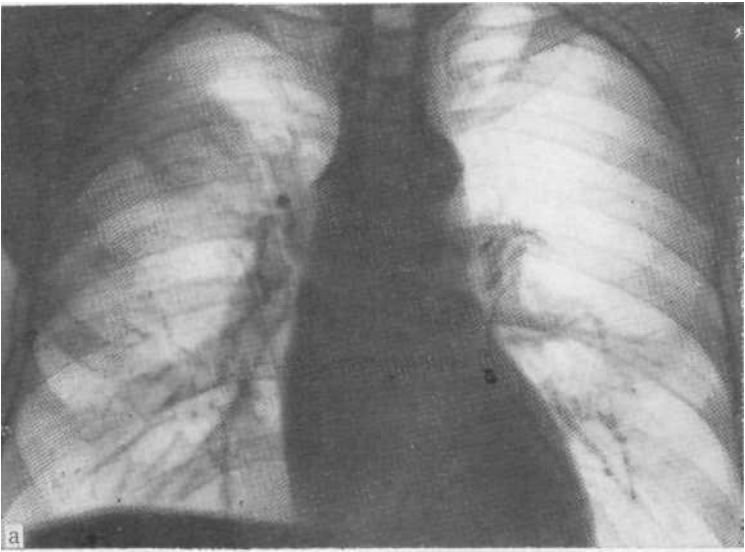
Обзорная рентгенограмма (а) и томограмма в боковой проекции (б) больного хронической неспецифической пневмонией II сегмента справа.
